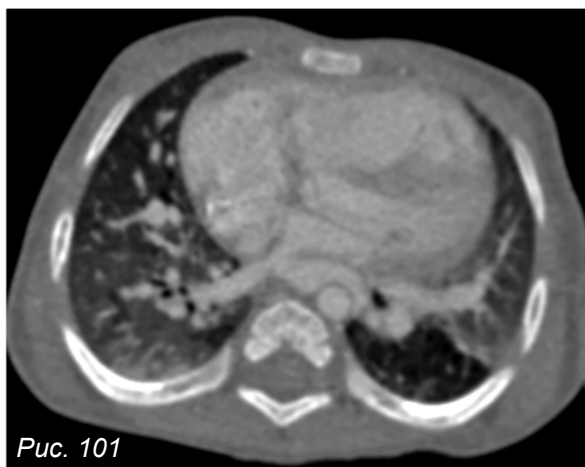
КТ-ангиография органов грудной полости. Аксиальная реконструкция
